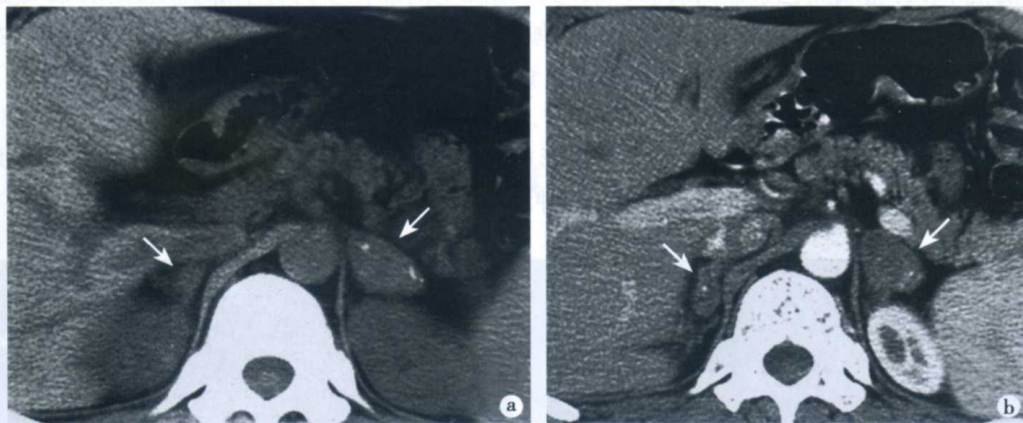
双侧肾上腺结核(干酪化期)CT表现
